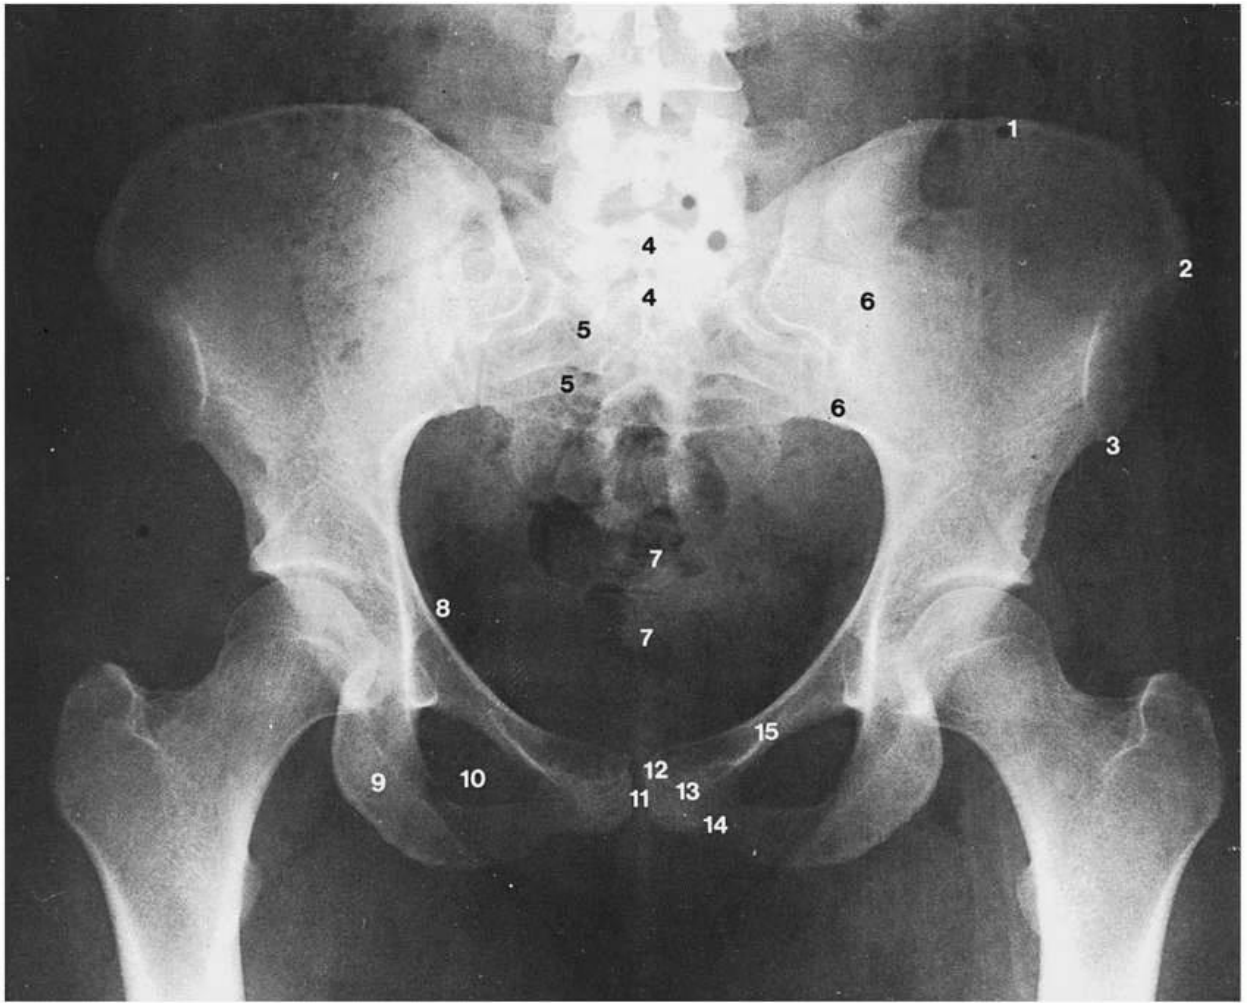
Radiographie AP du bassin osseux. (1) crête iliaque ; (2) épine iliaque antéro-supérieure ; (3) épine iliaque antéro-inférieure ; (4) crête du sacrum ; (5) foramen sacral antérieur ; (6) articulation sacro-iliaque ; (7) coccyx ; (8) épine sciatique ; (9) branche de l'ischium ; (10) foramen obturé ; (11) symphyse pubienne ; (12) tubercule pubien ; (13) corps du pubis ; (14) branche inférieure du pubis ; (15) branche supérieure du pubis. Reproduction autorisée de Weir et Abrahams. *Imaging Atlas of Human Anatomy*. Londres : Mosby International ; 1992.
